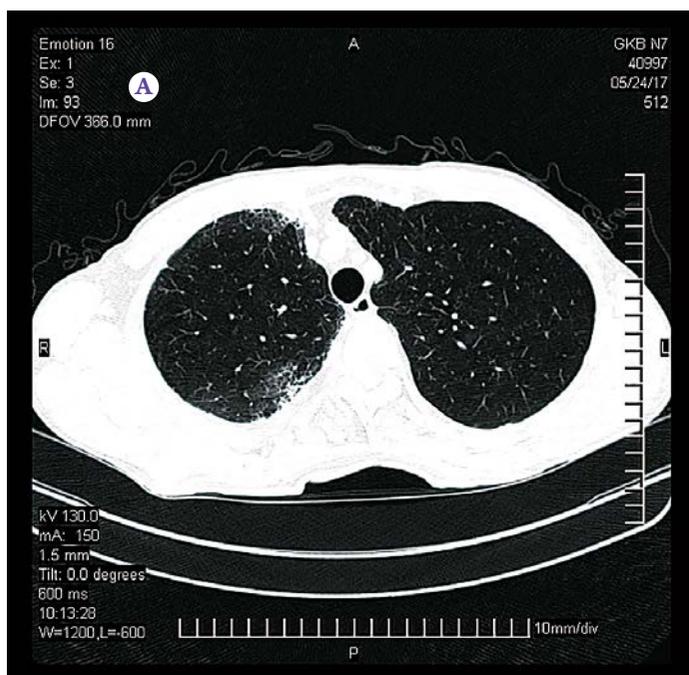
Данные мультиспиральной компьютерной томографии от 24.05.2017 г.
